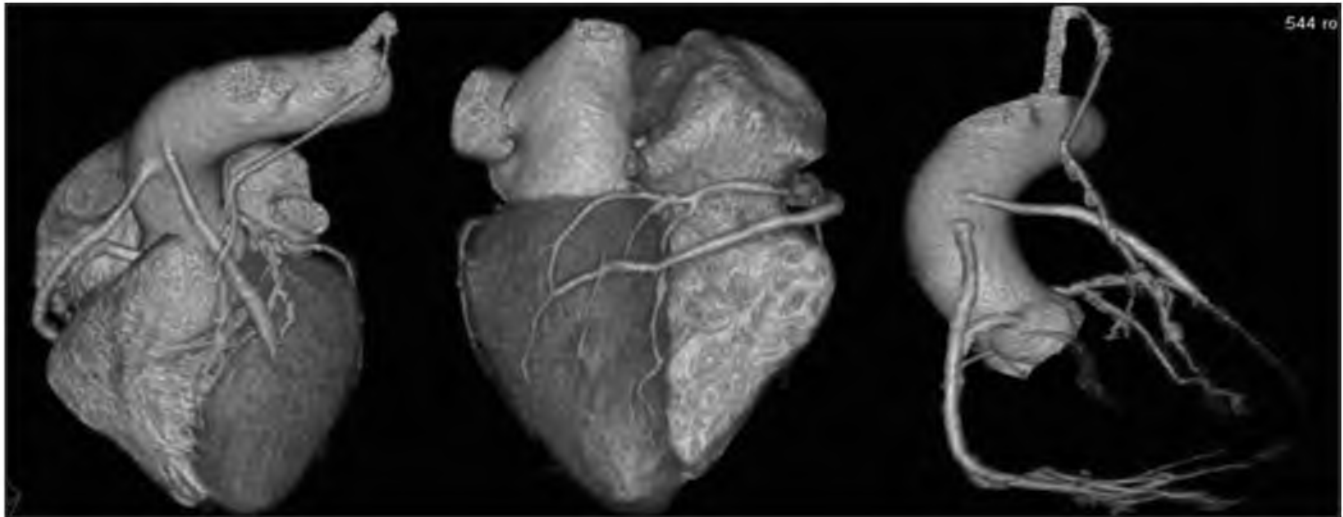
МСКТ-шунтограммы, объёмный рендеринг. Состояние после маммаро (МКШ) – и аортокоронарного (АКШ) шунтирования. Функционирующие шунты – венозные шунты к правой коронарной (ПКА) и огибающей (ОА) артериям (тонкие стрелки), МКШ к ПНА (толстая стрелка).
